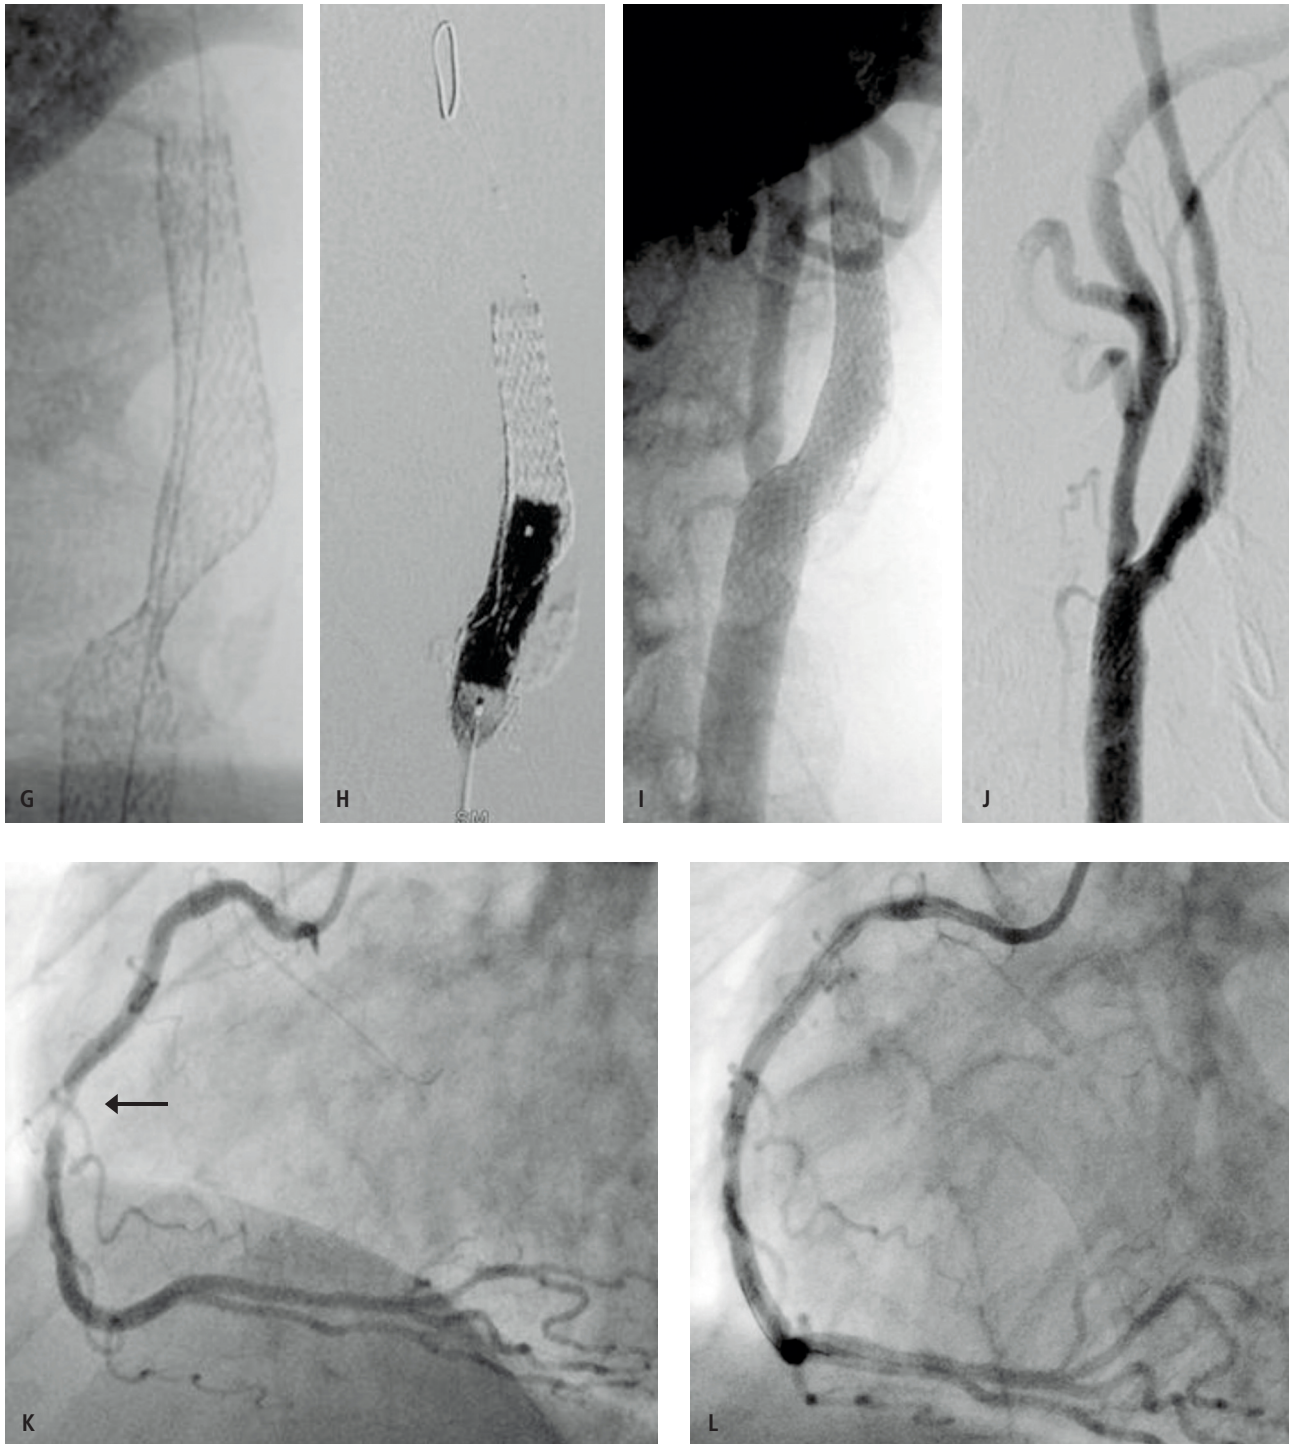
Hombre de 89 años con estenosis carotídea izquierda sintomática. Imagen (A) es una AngioRM de vasos del cuello que muestra una aparente estenosis crítica o una completa oclusión de la carótida interna izquierda. En imagen (B) evaluación por doppler carotídeo muestra un flujo muy disminuido por la estenosis hipercrítica. Imagen (C) muestra una angiografía digital de la carótida interna izquierda por un catéter guía desde un acceso braquial derecho. Imagen (D) muestra la estenosis hipercrítica y la punta de la microguía antes de cruzar la lesión. En imagen (E) se observa el filtro de protección distal ya desplegado y también cómo éste es completamente oclusivo por la magnitud de la estenosis. Imagen (F) muestra la pre-dilatación y luego en imagen (G) el Stent ya desplegado con una estenosis significativa aún presente. En imagen (H) se observa la angioplastia intra-stent y en imágenes (I y J) el resultado final de la angioplastia y stent carotídeo. Por último en imagen (K) se observa una estenosis severa en la arteria coronaria derecha y su control (L) post-angioplastia y stent.
